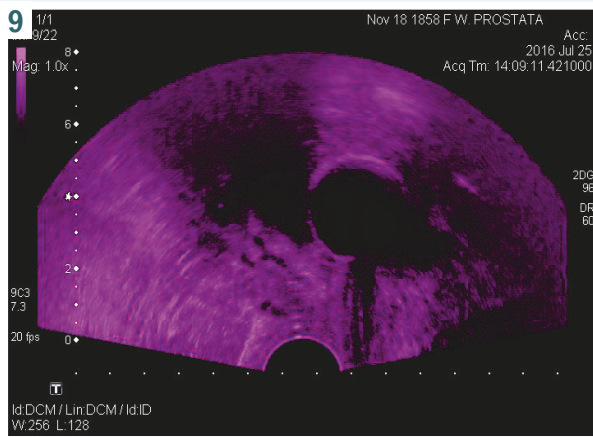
Ultrasound study of paraurethral zone. Patient B., aged 33. Paraurethral glands were not verified.
